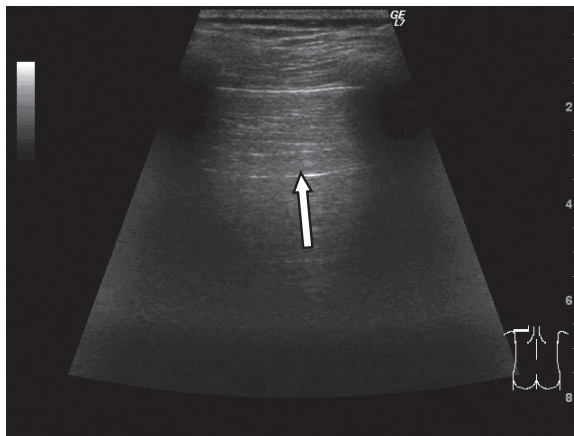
Prawidłowy obraz ultrasonograficzny płuc - obrazowanie głowicą liniową
